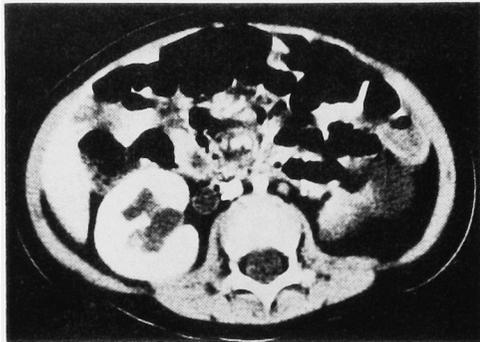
CT scan showed right hydronephrosis and slightly enhanced renal parenchyma with multiple cysts in left kidney.
